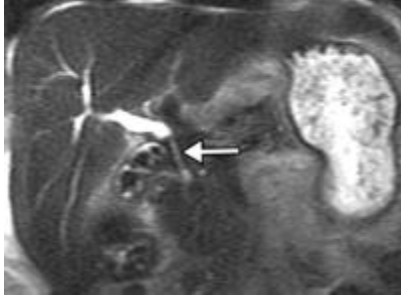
imagen del MIP 3D RM ponderadas en T2 obtenidos en un paciente diferente al 3,0 T representa de nuevo las ramas de tercer y cuarto orden. Tenga en cuenta cómo el fluido en el duodeno (flecha) oscurece la inserción baja del conducto hepático posterior .
